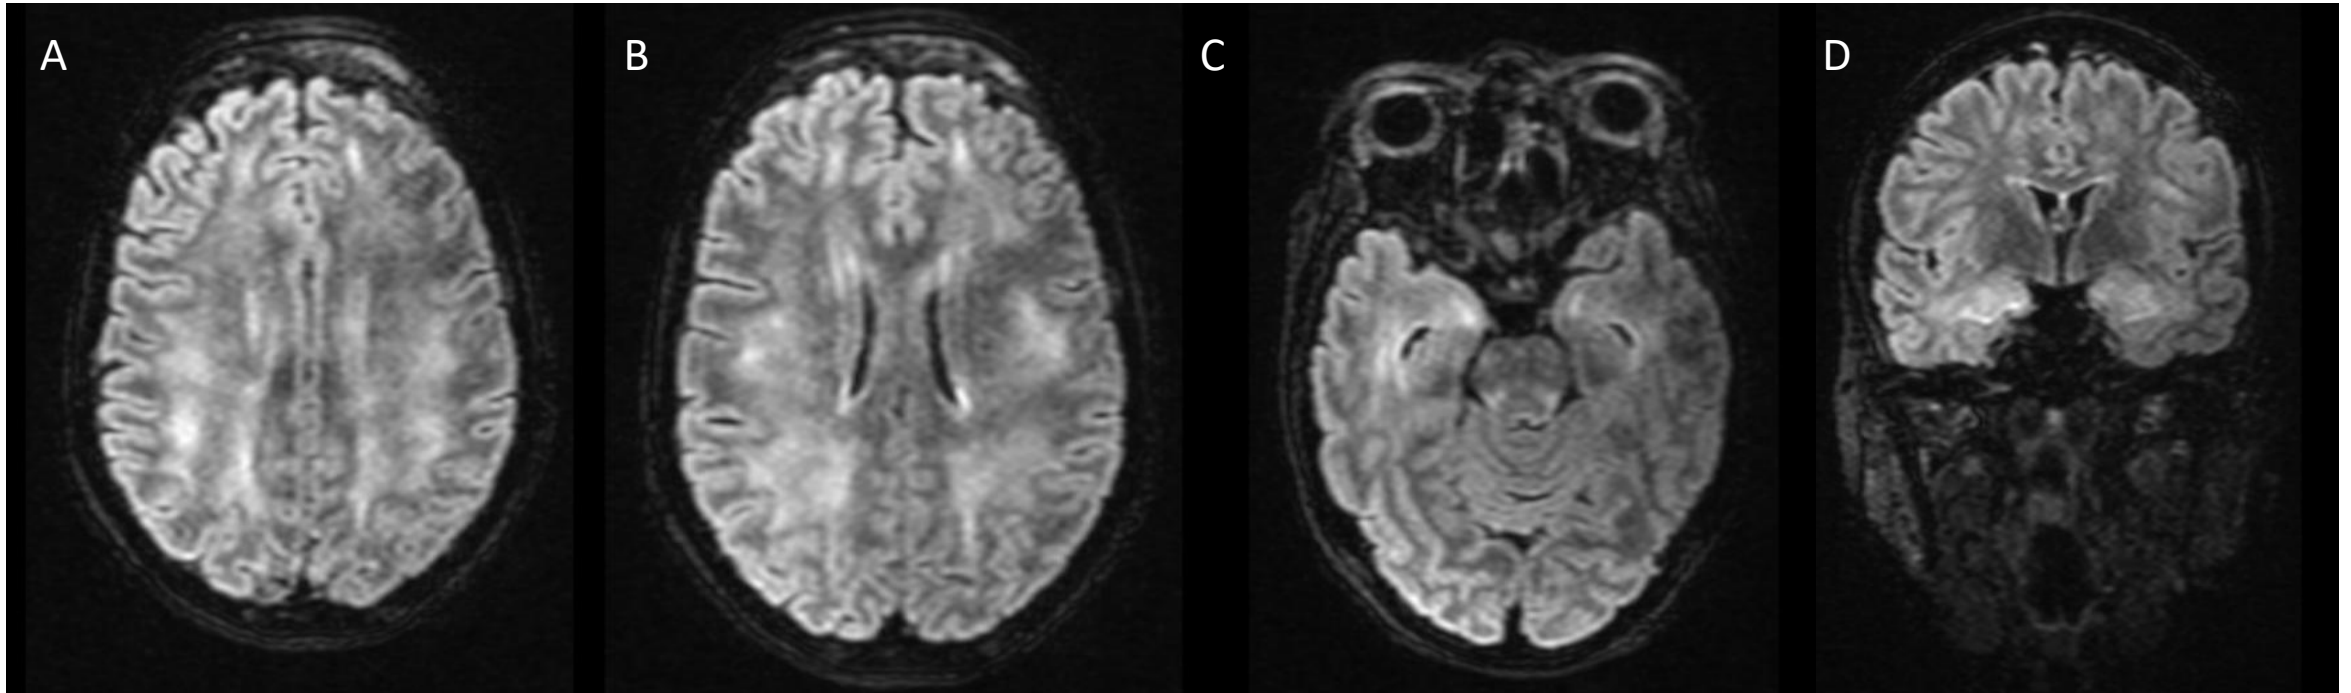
(imágenes cedidas por HCUVA). RM con obtención de cortes axiales (A, B y C) y coronales (D) en secuencia FLAIR T2 en un paciente que desarrolló signos de neurotoxicidad después de someterse a la terapia con CAR-T. Se observan múltiples áreas de hiperintensidad de señal de predominio subcortical, a nivel frontal, parietal y temporal bilateral, en relación con leucoencefalopatía difusa atribuible a ICANS.
